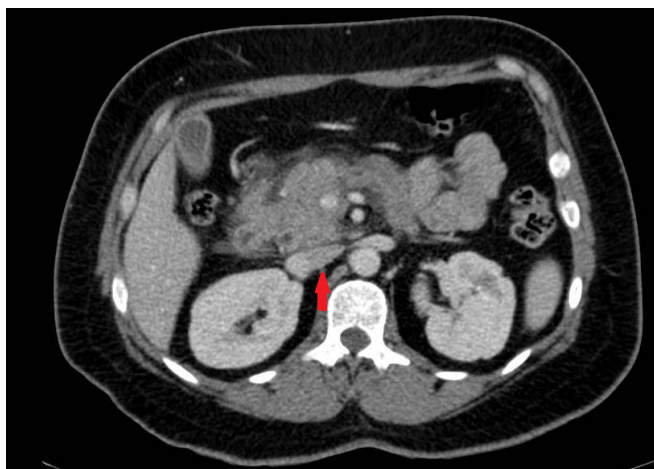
Tomografía de abdomen en fase arterial donde se observa el pseudoaneurisma de la vena porta.
